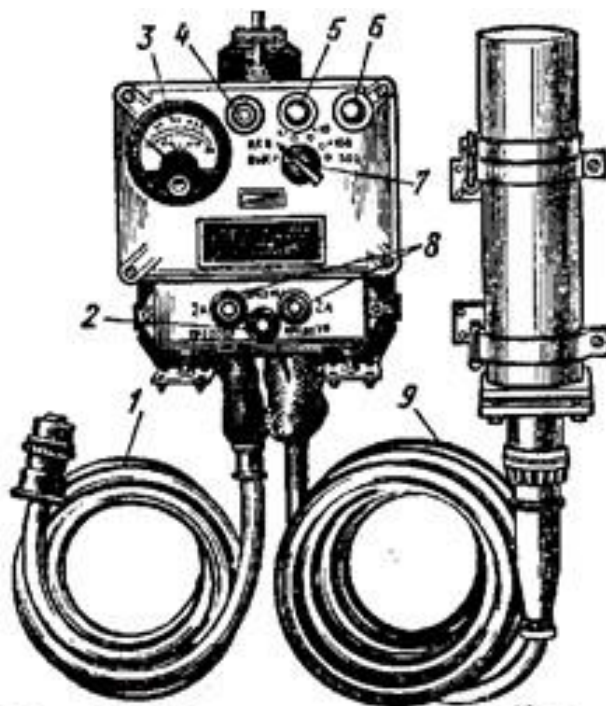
Рентгенометр ДП-3Б
